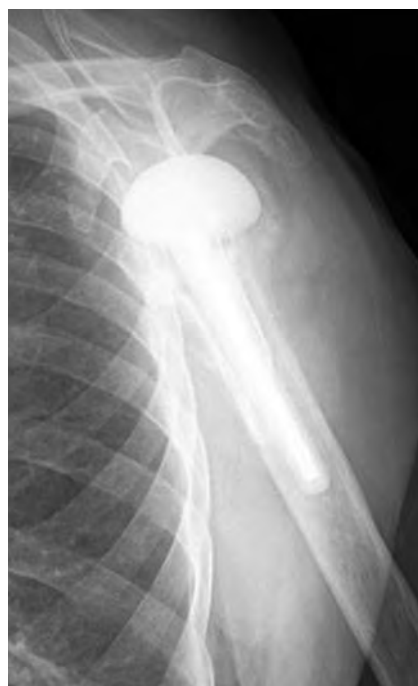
Radiografía de control. Espaciador de cemento con antibióticos.
